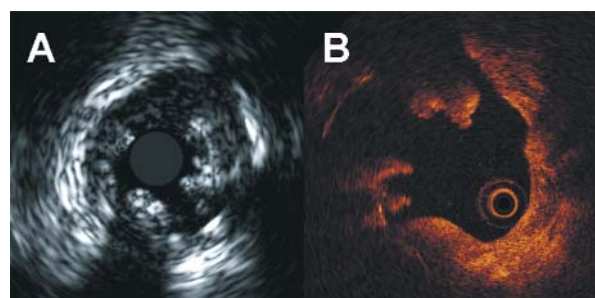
Stent uwalniający sirolimus implantowany w obrębie restenozy w stenocie konwencjonalnym, obrazy uzyskane w 25 miesięcy po zabiegu. A – ultrasonografia wewnątrznaczyniowa; B – koherentna tomografia optyczna. Widoczne dwie warstwy elementów konstrukcyjnych oraz przęśta niepokryte warstwą neointymy
